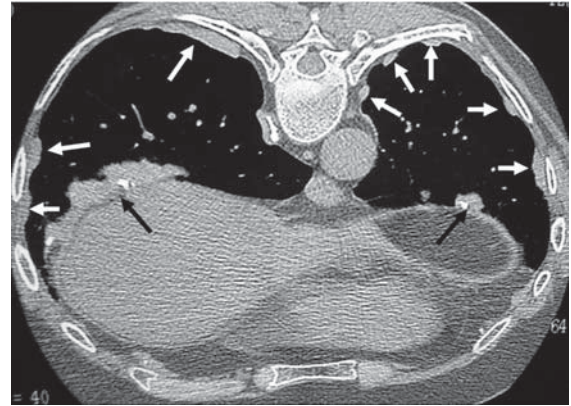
Tomografia computadorizada de alta resolução demonstrando múltiplas placas pleurais parietais (setas claras) e diafragmáticas (setas escuras), algumas das quais calcificadas
